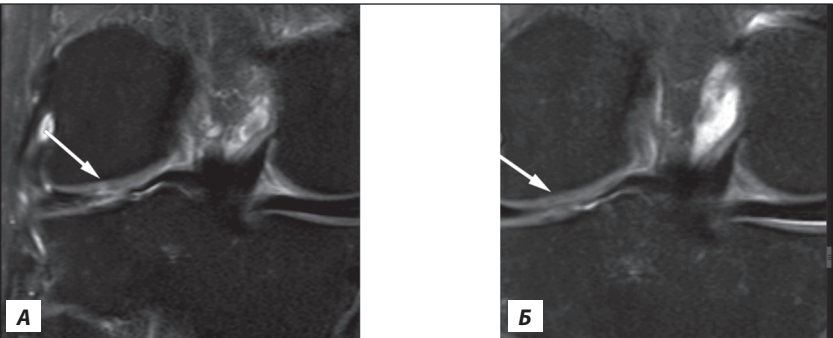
МРТ-картина правого колінного суглоба до введення МСК: А) післяопераційні дегенеративні зміни з боку заднього рога і тіла латерального меніска правого колінного суглоба, хондромаліяція суглобового хряща (gr. 4) латерального виростка правої стегнової та великогомілкової кісток; Б) через 6 місяців після застосування МСК (МРТ-ознаки заміщення пошкодженого хряща з частковим відновленням структури та контурів виростків на тлі проведеного лікування)
